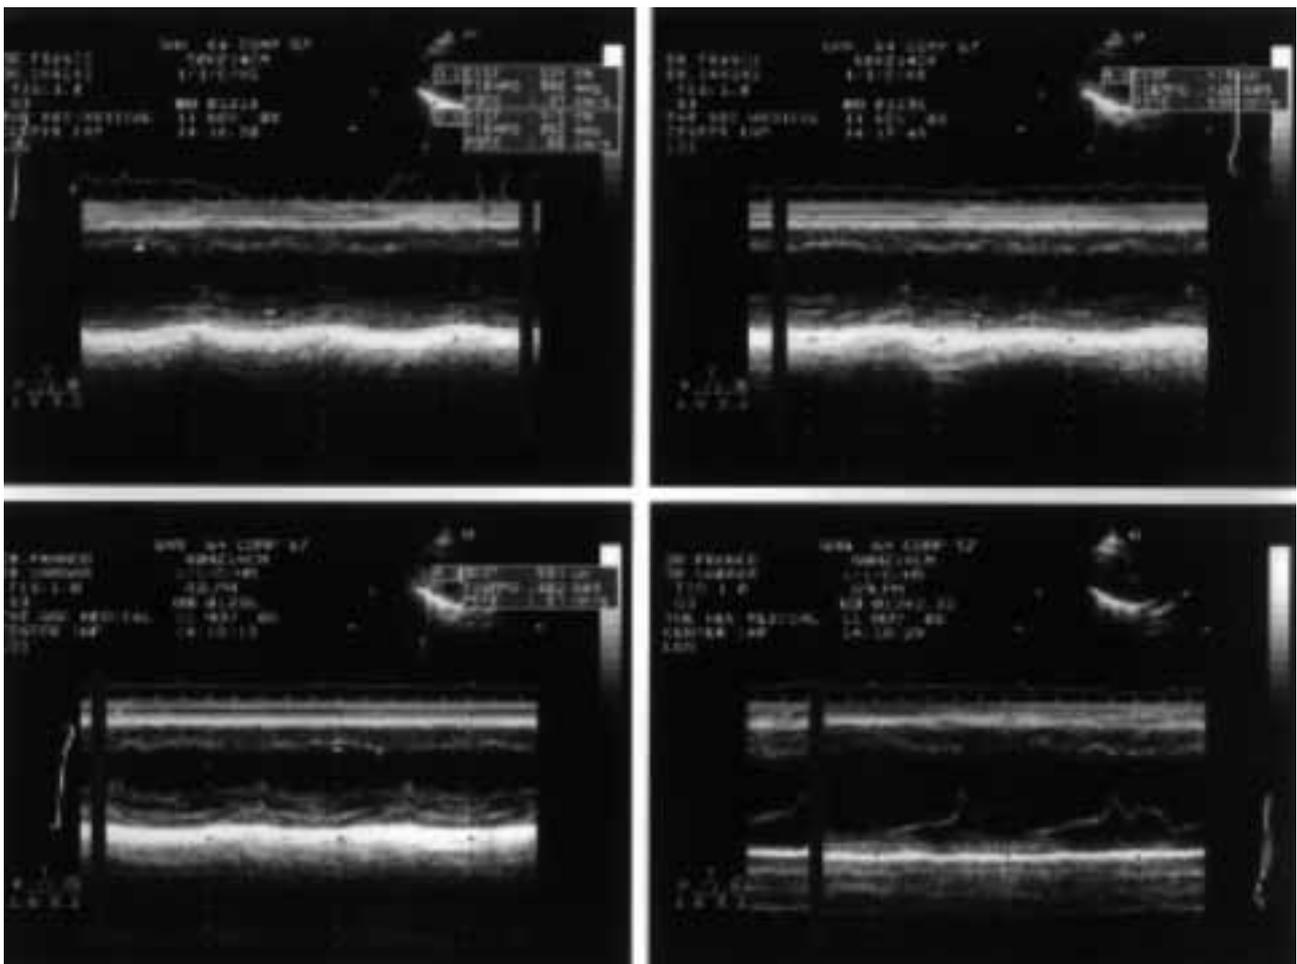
Ecocardiograma 1 (12-11-08)
